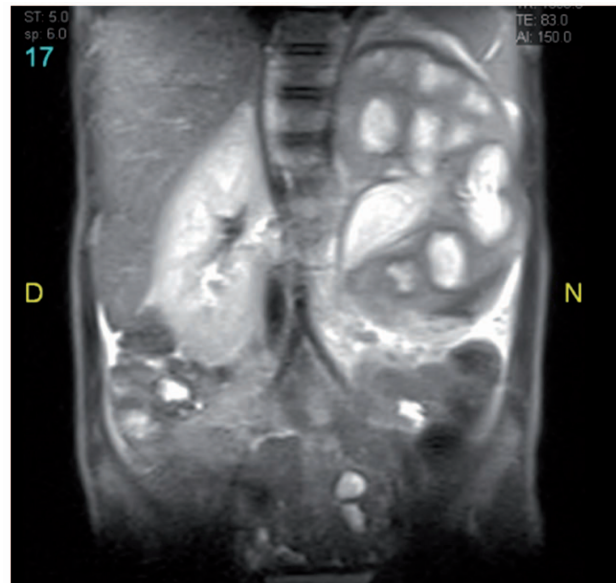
Angioresonancia renal, corte coronal. Nefromegalia izquierda, obstrucción pieloureteral izquierda severa, arterias renales normales
